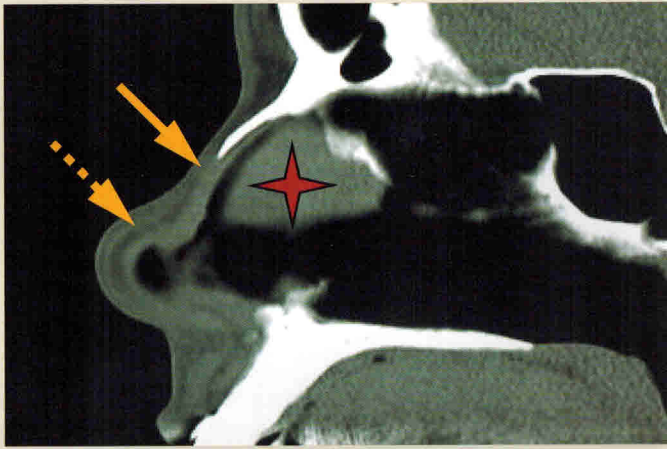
МСКТ, MPR, кососагиттальная плоскость, мягкотканное окно. Верхние латеральные хрящи (сплошная стрелка), прикрепляющиеся с захождением под носовые кости в различной степени (красная звезда), переходят книзу в парные крыльные хрящи (пунктирная стрелка)
